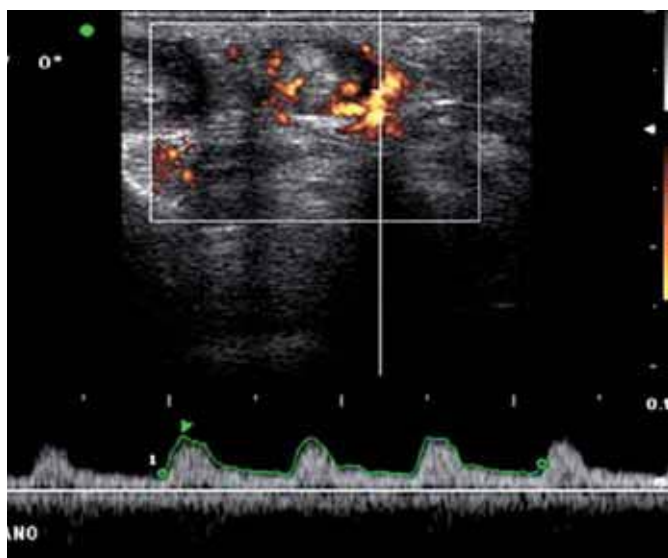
Stesso caso della Figura 3.18. L'analisi spettrale consente di confermare la natura infiammatoria dei reperti evidenziati alla indagine power Doppler
